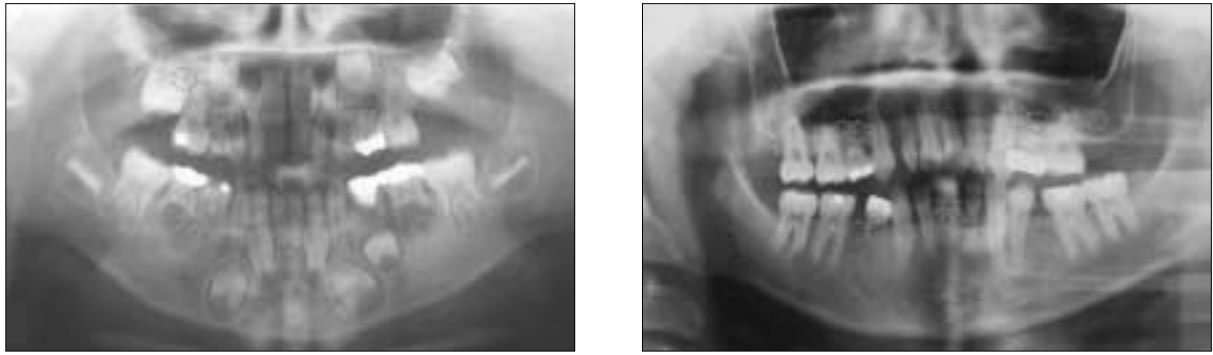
Radiographs of pretreatment and 10 years later.
